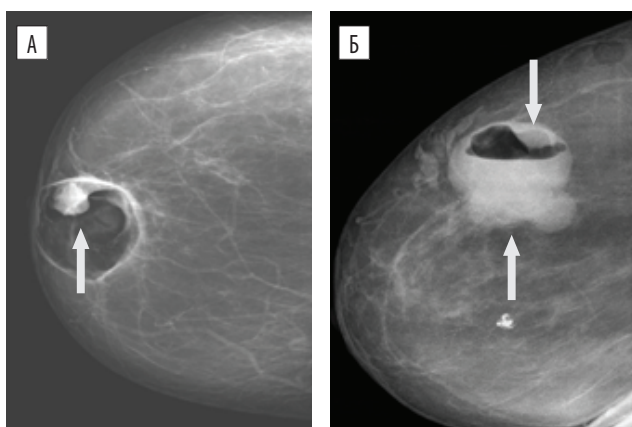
Рентгенопневмокістографія
